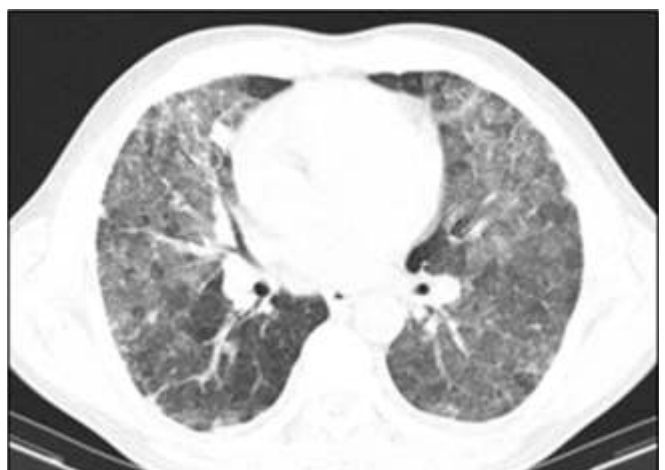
Neumonía eosinofílica: hombre de 44 años con antecedentes de asma, consulta por fiebre de 38°C asociado a disnea clase funcional III de 3 días de evolución. TC: áreas parcheadas de patrón en vidrio esmerilado y en empedrado que predomina en campos pulmonares superiores, en forma bilateral..
